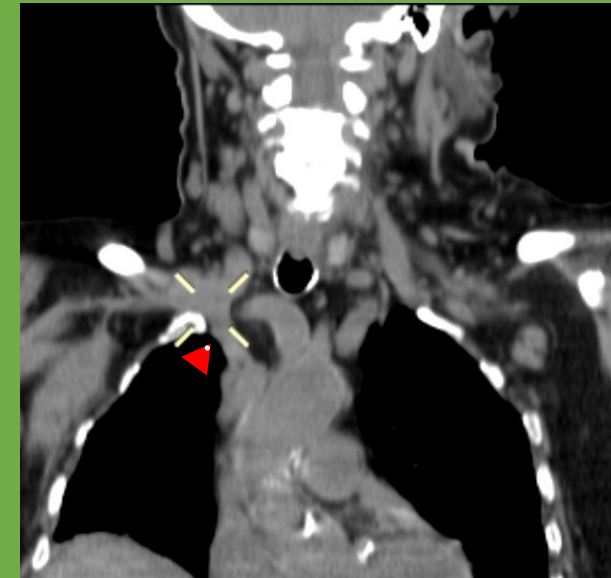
TC de tórax sin contraste en reconstrucción coronal
